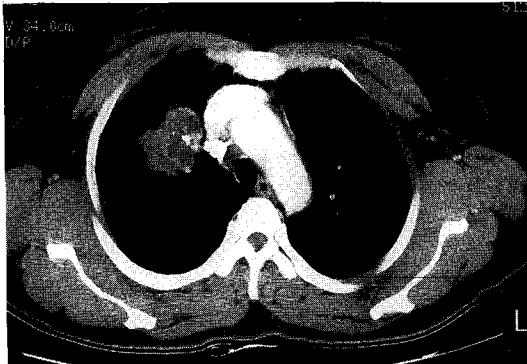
Contrast enhanced chest CT shows heterogeneous lobulated mass with eccentric calcific foci in RUL and calcified lymph nodes in right lower paratracheal region.
